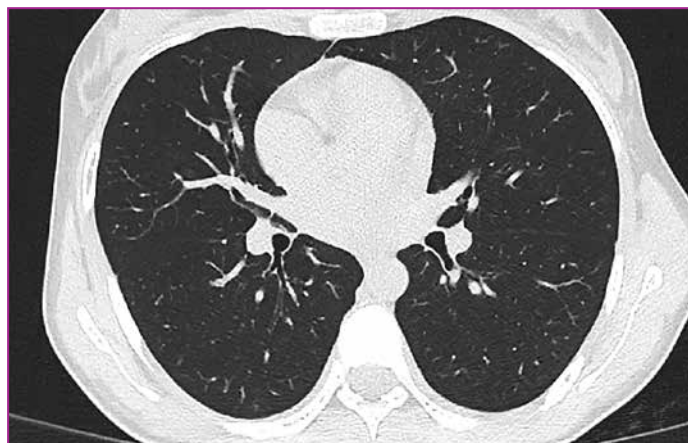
Данные КТ органов грудной клетки (03.08.2021). Аксиальный срез.
